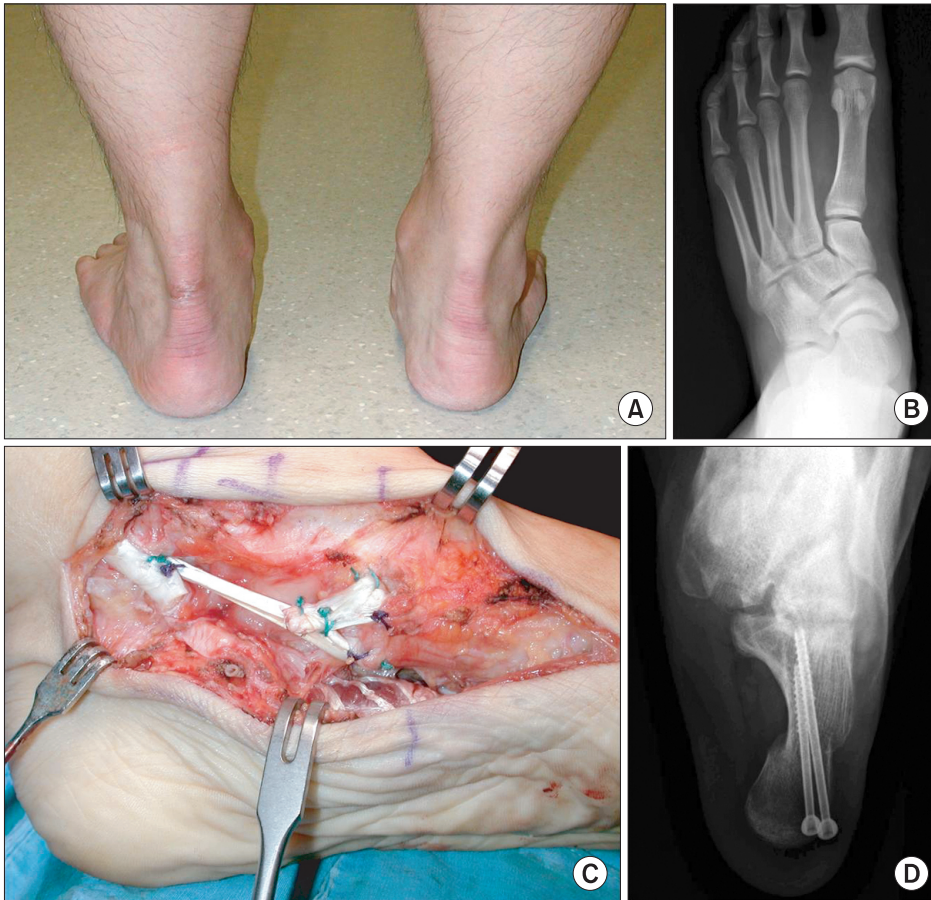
(A) The photograph of both heel showed a valgus deformity and 'too many toes' sign in the left side. (B) The standing anteroposterior radiograph of left foot demonstrated mild abduction in the midfoot. The talonavicular uncoverage was measured to be 25%. (C) Under the diagnosis of stage 2a acquired adult flat-foot deformity, a flexor digitorum longus tendon transfer was performed. (D) The tendon transfer was combined with a calcaneal medial slide osteotomy.
